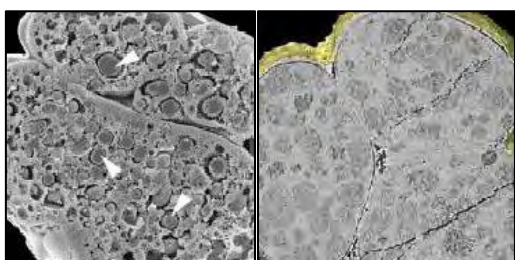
Embrión de erizo de mar invadido por bacterias que forman biopelículas tanto en el interior como en la superficie del embrión (flechas blancas). A la derecha, eEmbrión fosilizado del Ediacarano (635-542 millones de años) (tomografía de Rx).
